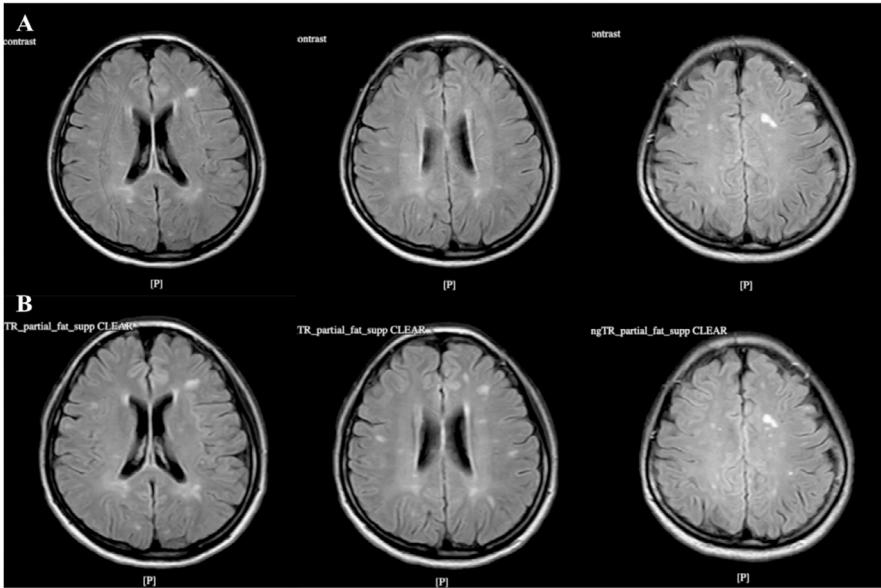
Axial brain MRI (FLAIR sequence) comparison at initial presentation (row A) and two years later (row B)
